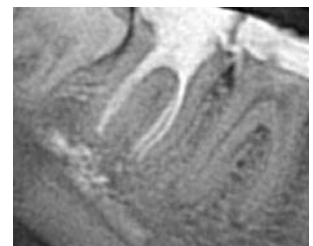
Прицільна рентгенограма зуба 4.7. Виведення пломбувального матеріалу в нижньощелепний канал.
